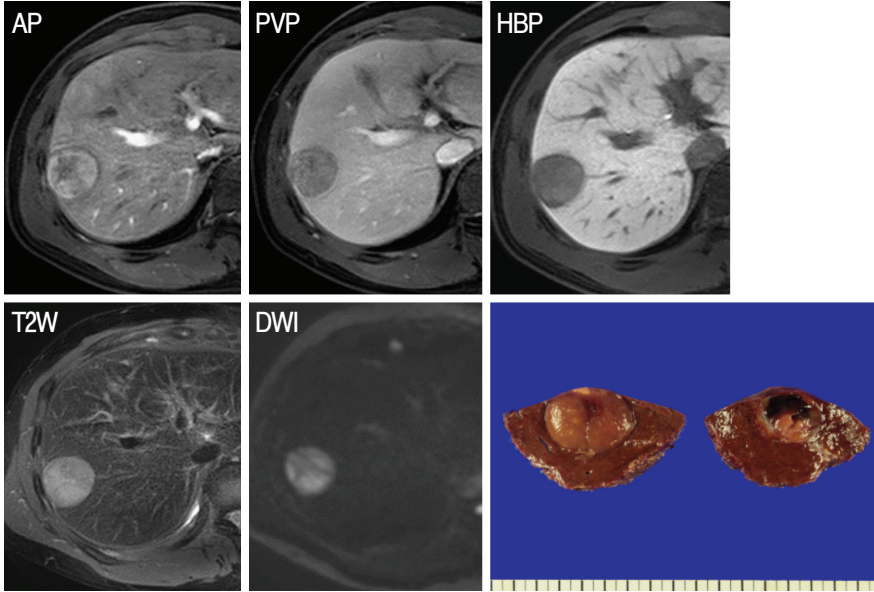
전형적 간세포암종의 MRI 소견. 동맥기 조영증강, 문맥기 씻김과 간담도기영상에서 저신호강도와 T2강조영상에서 고신호강도, 확산강조영상에서 고신호강도를 보인다.
